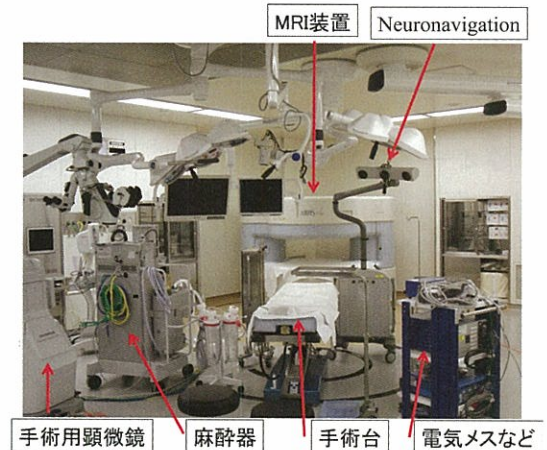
MRI手術室の全景：手術用顕微鏡など、手術器具が効率よく配置されている。
